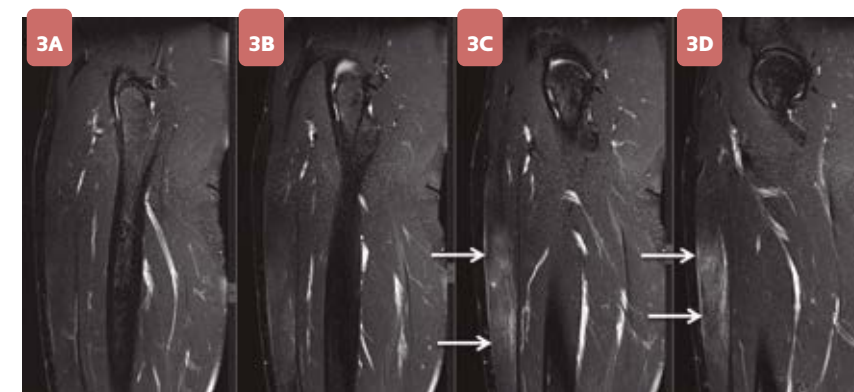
(a-d): Imagens consecutivas de RM no plano sagital na ponderação STIR mostrando a extensão do edema de permeio às fibras da unidade miotendínea da cabeça indireta do reto femoral (setas brancas). A lesão não é tão bem identificada em comparação com os planos coronal e transversal.
